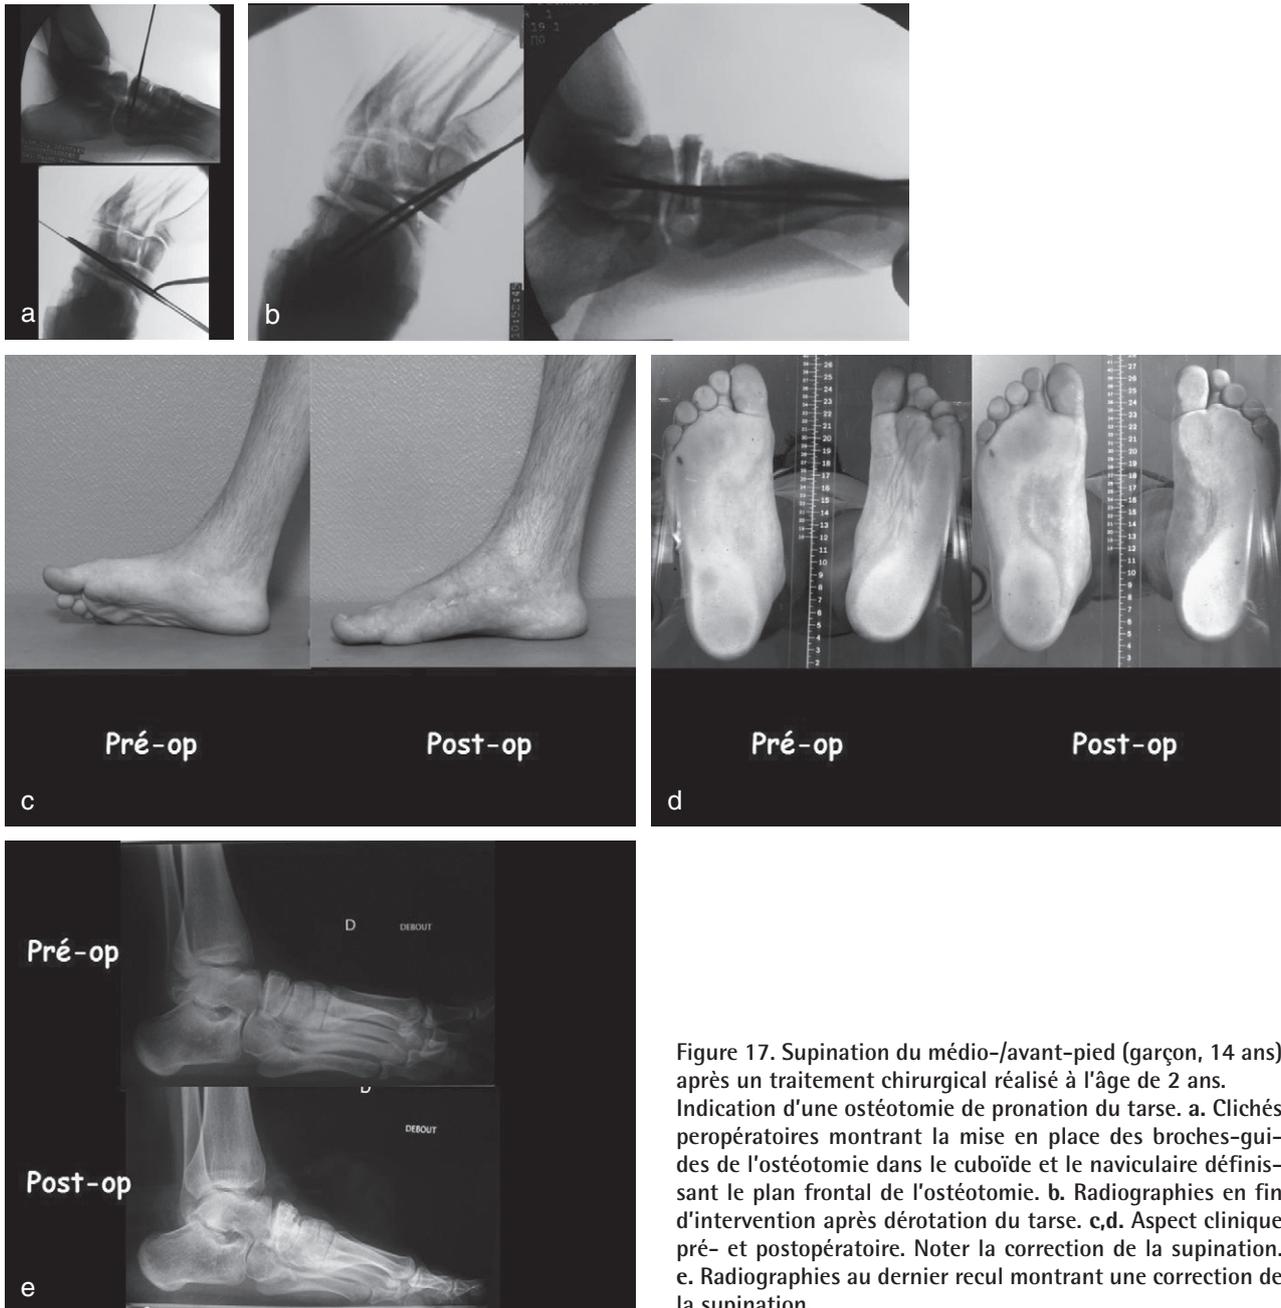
Supination du médio-/avant-pied (garçon, 14 ans) après un traitement chirurgical réalisé à l'âge de 2 ans. Indication d'une ostéotomie de pronation du tarse. a. Clichés peropératoires montrant la mise en place des broches-guides de l'ostéotomie dans le cuboïde et le naviculaire définissant le plan frontal de l'ostéotomie. b. Radiographies en fin d'intervention après dérotation du tarse. c,d. Aspect clinique pré- et postopératoire. Noter la correction de la supination. e. Radiographies au dernier recul montrant une correction de la supination.
